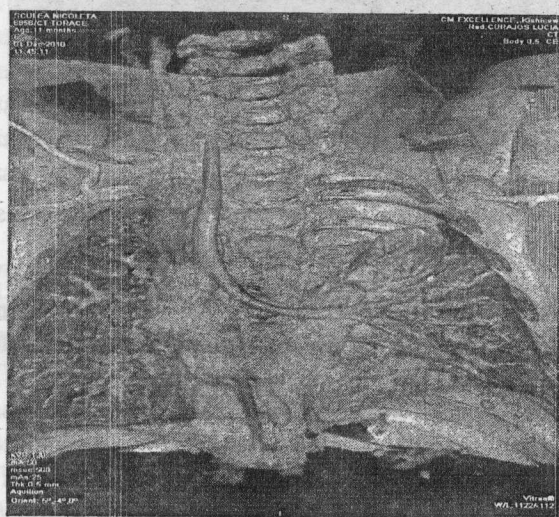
TC a cutiei toracice, reconstrucție 3D.
